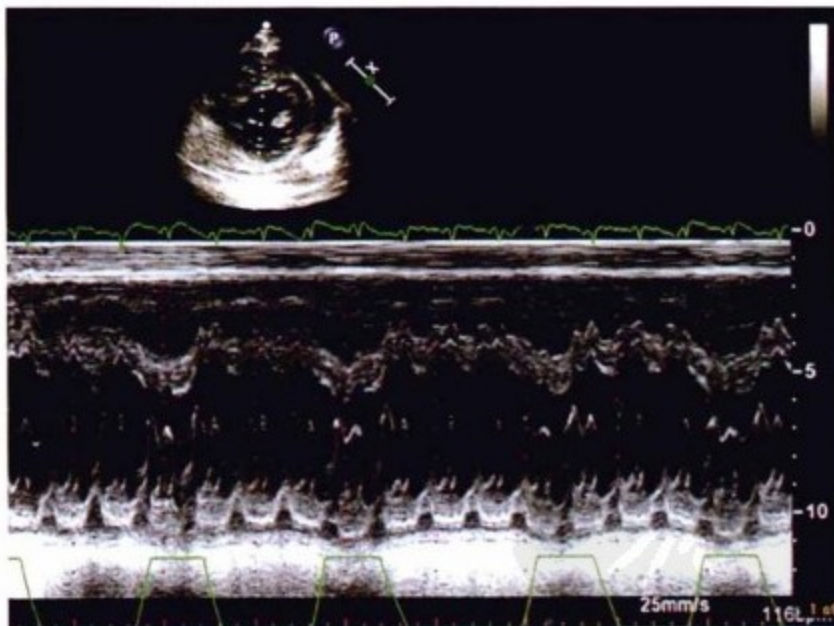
心包缩窄心室间相互依赖征象。M型超声示心室内间隔:吸气时右室内径增加、左室内径降低,同时有收缩早期波形下沉。
